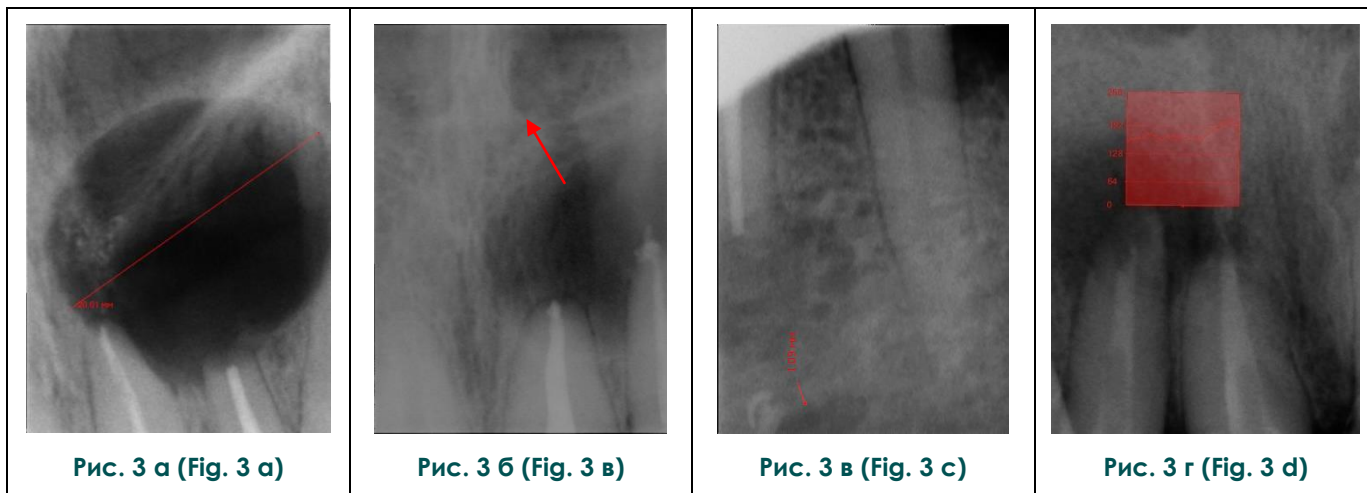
Цифровые микрофокусные рентгенограммы на начальном этапе оперативного вмешательства.
